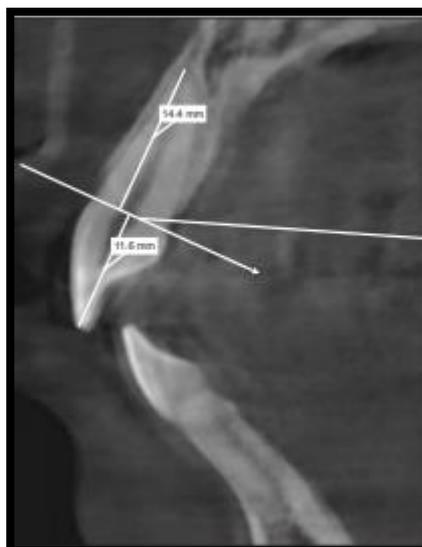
Corte tomográfico sagital con ubicación del CEJ y medición anatómica de corona y raíz. Lund H (2010) Cone beam computed tomography for assessment of root length and marginal bone level during orthodontic treatment. Angle Orthod
